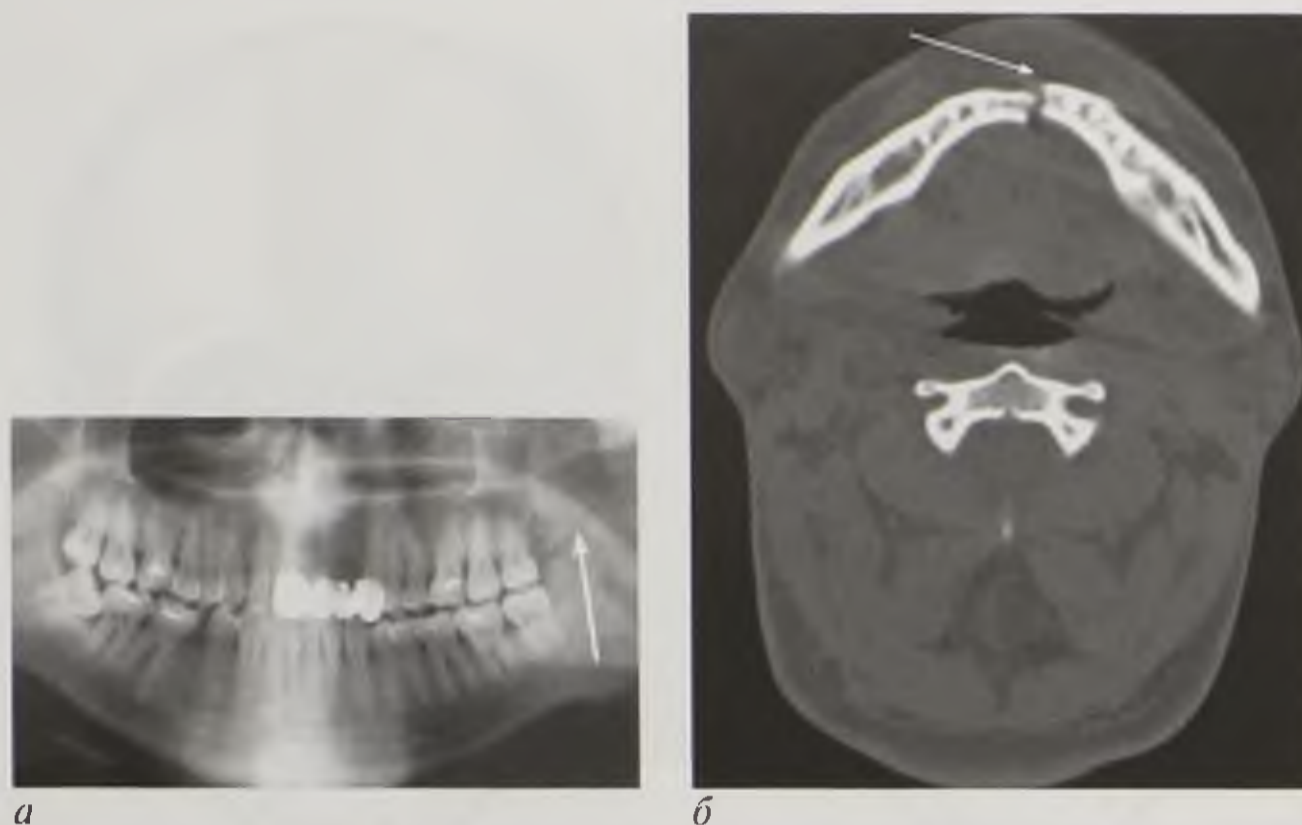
Перелом нижней челюсти (стрелки): *а* — рентгенограмма; *б* — компьютерная томограмма в аксиальной плоскости
